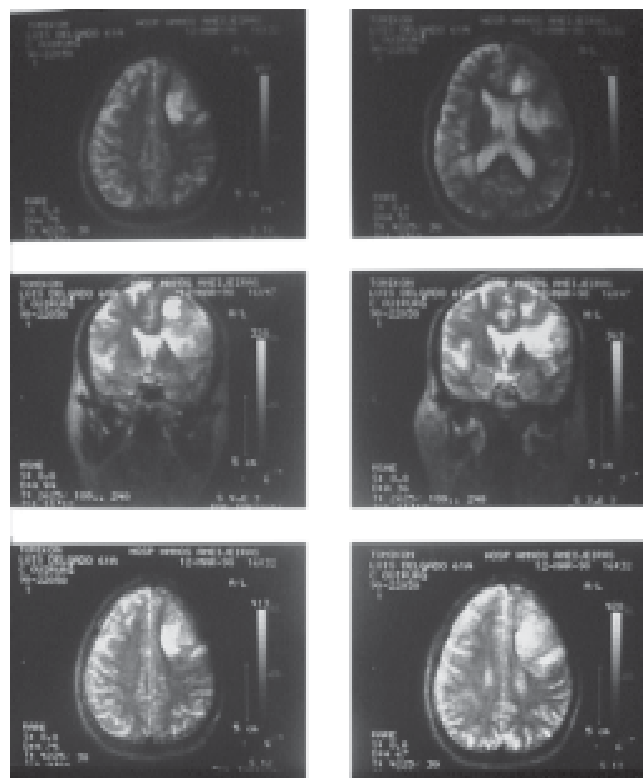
Tumor cerebral visto en resonancia magnética por imágenes.
